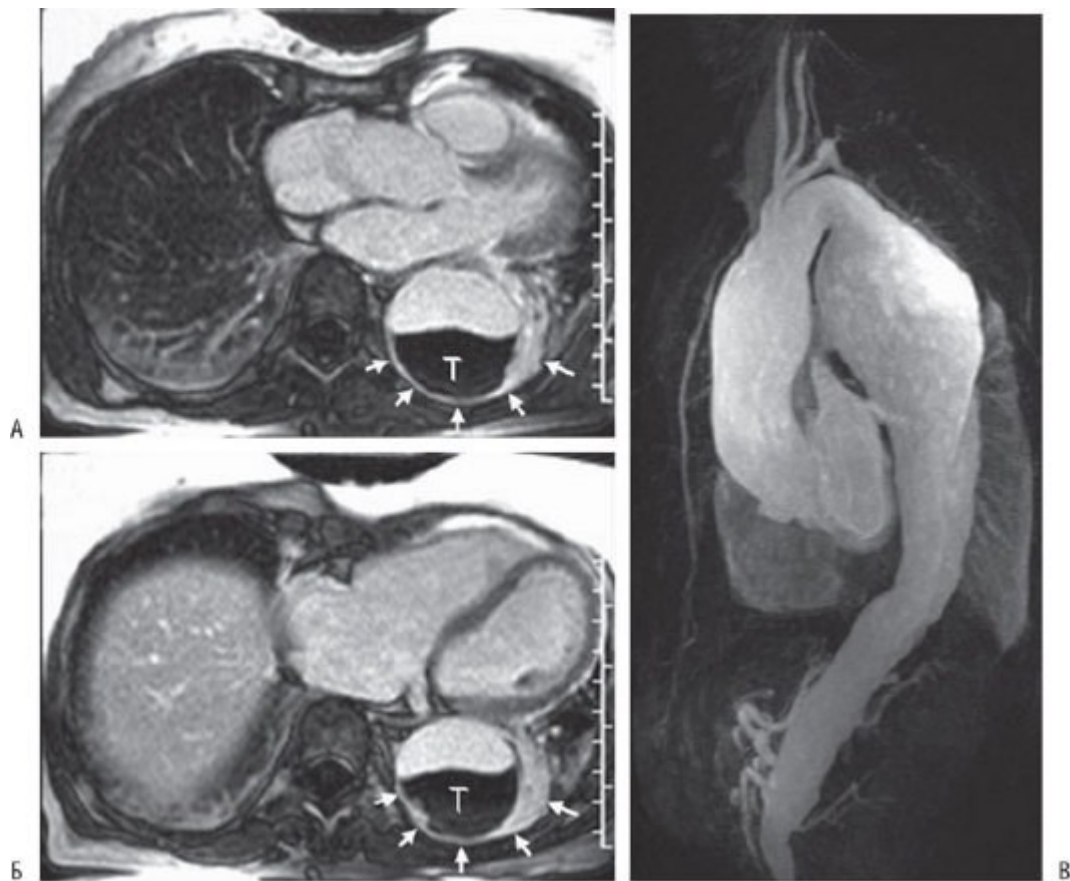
Аортальная патология у 64-летней женщины с гигантоклеточным артериитом. А и Б - поперечные сечения грудной клетки. Есть обширный тромб (Т) в нисходящей аорте, хорошо отображенной на этих изображениях МРТ, взятых через 10 мин после инъекции гадолиния, с оптимизацией, чтобы аннулировать тромб, а не миокард. Стенка аорты увеличена (маленькие стрелки) как признак продолжающегося аортита. В - 3D-MPT-аортограммы показывают аневризматическое расширение, но малочувствительны для идентификации деталей патологии.
